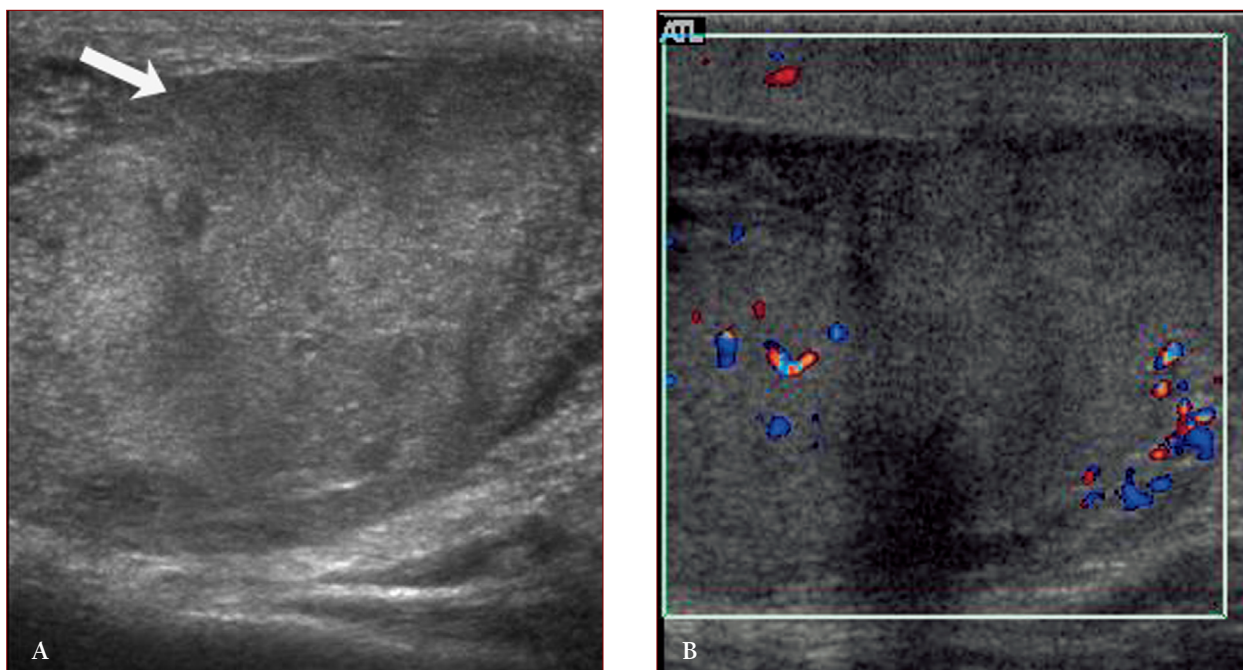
Trauma scrotale. A) l'ecografia del testicolo evidenzia l'alterazione della normale ecostruttura, la raccolta ipoecogena peritesticolare e l'interruzione della tonaca albuginea (freccia); B) la valutazione color-Doppler dimostra la vascolarizzazione del parenchima vitale.
